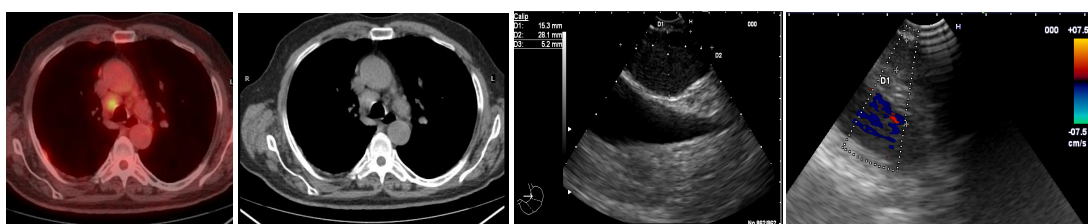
Paciente con adenopatía paratarqueal derecha 4R, nódulo periférico PET positiva y antecedentes de neoplasia de colon con EBUS-TBNA: metástasis ganglionar adenocarcinoma de colon
